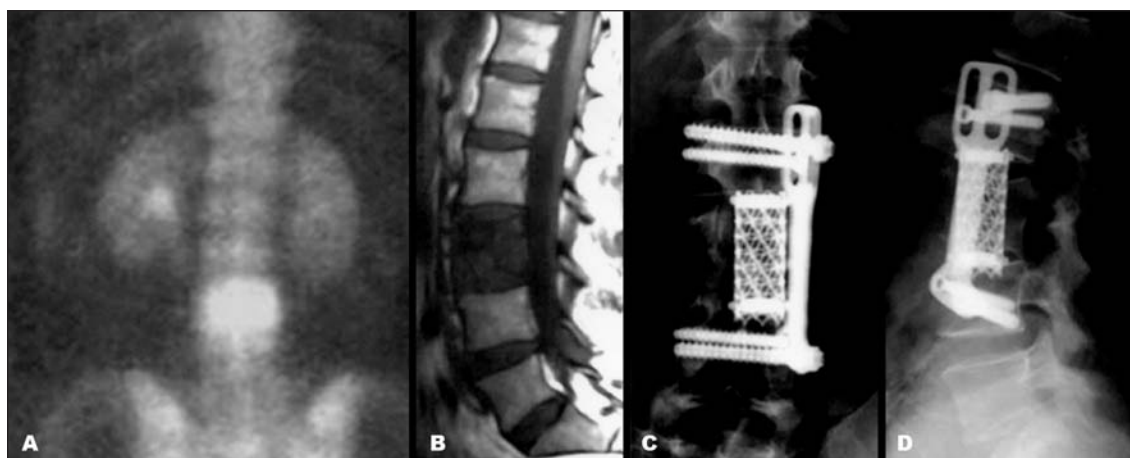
Cintilografia óssea (A) e ressonância magnética de coluna lombar em T1 (B) mostrando implantação tumoral em L3. Controle radiológico em incidência ântero-posterior (C) e perfil (D) após a abordagem anterior com corpectomia e fixação interna com cilindro e placa anterior (Caso 1).
